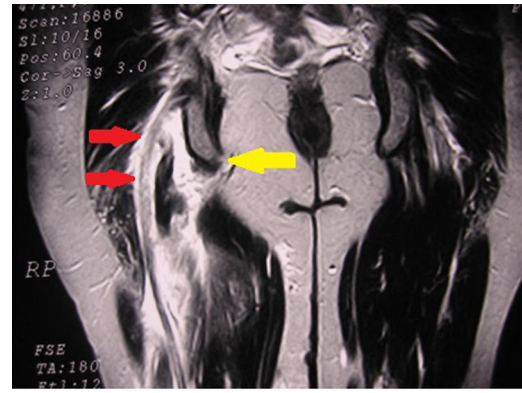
Imagen de RMN de un arrancamiento agudo del tendón conjunto de los IQT derechos, dejando vacía la tuberosidad isquiática (flecha amarilla). Obsérvese la proximidad del nervio ciático (flechas rojas).
